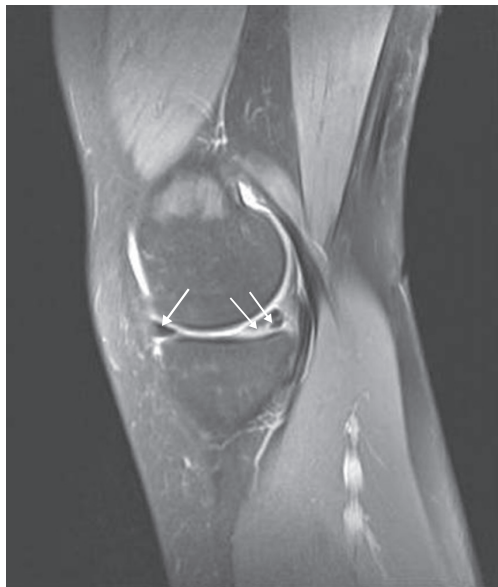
Сагиттальная МР-томограмма коленного сустава. Поврежденная передняя часть медиального мениска визуализируется в левой части сустава в виде черного треугольника. Задняя часть мениска, представленная на томограмме черным треугольником, пересечена белой диагональной линией разрыва
